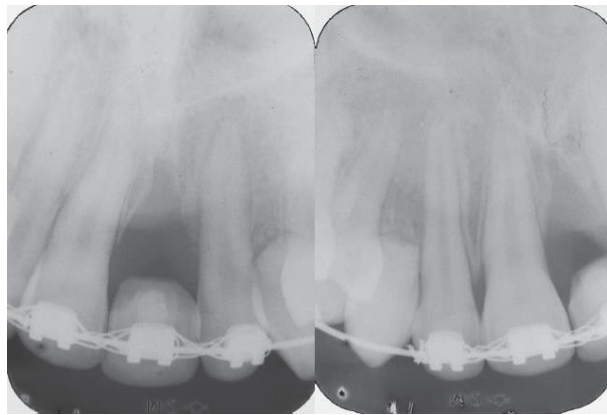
Radiografias periapicais mostrando a região alveolar pós-extração do dente 21, e as rizogêneses incompletas dos dentes 13 e 23.
